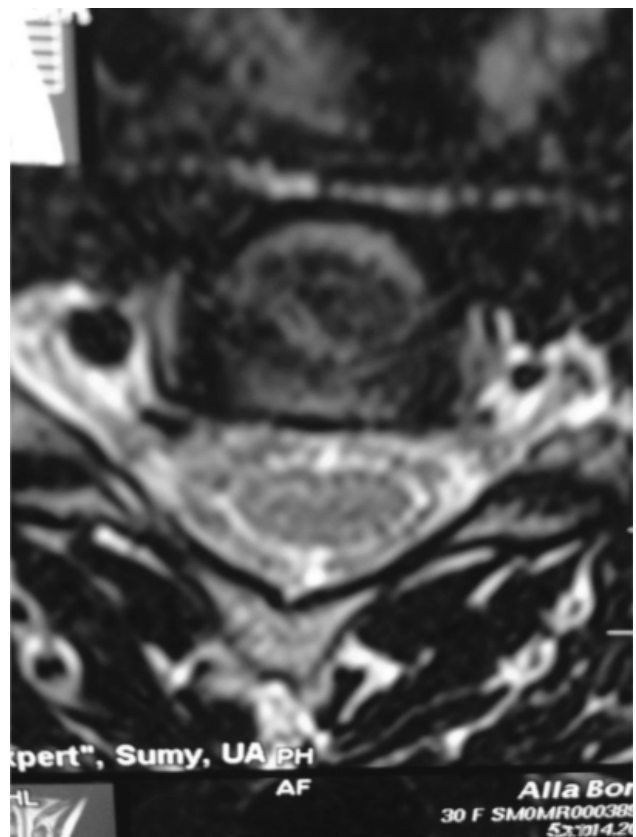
То же наблюдение 12. Женщина 43 лет. На поперечном срезе МРТ шейного отдела позвоночника в поперечных отростках видны каналы для позвоночных артерий: справа диаметр отверстия нормальный, слева – резко сужен, что свидетельствует о гипоплазии левой позвоночной артерии. Это подтверждено и данными доплерографии шейных артерий. Клиника: частые пароксизмы головокружений с шумом и снижением слуха в левом ухе, складчатость слизистой языка и уменьшением объема его левой половины, легкой девиацией языка влево, снижение брюшных рефлексов с двух сторон, нестойкий знак Бабинского справа
